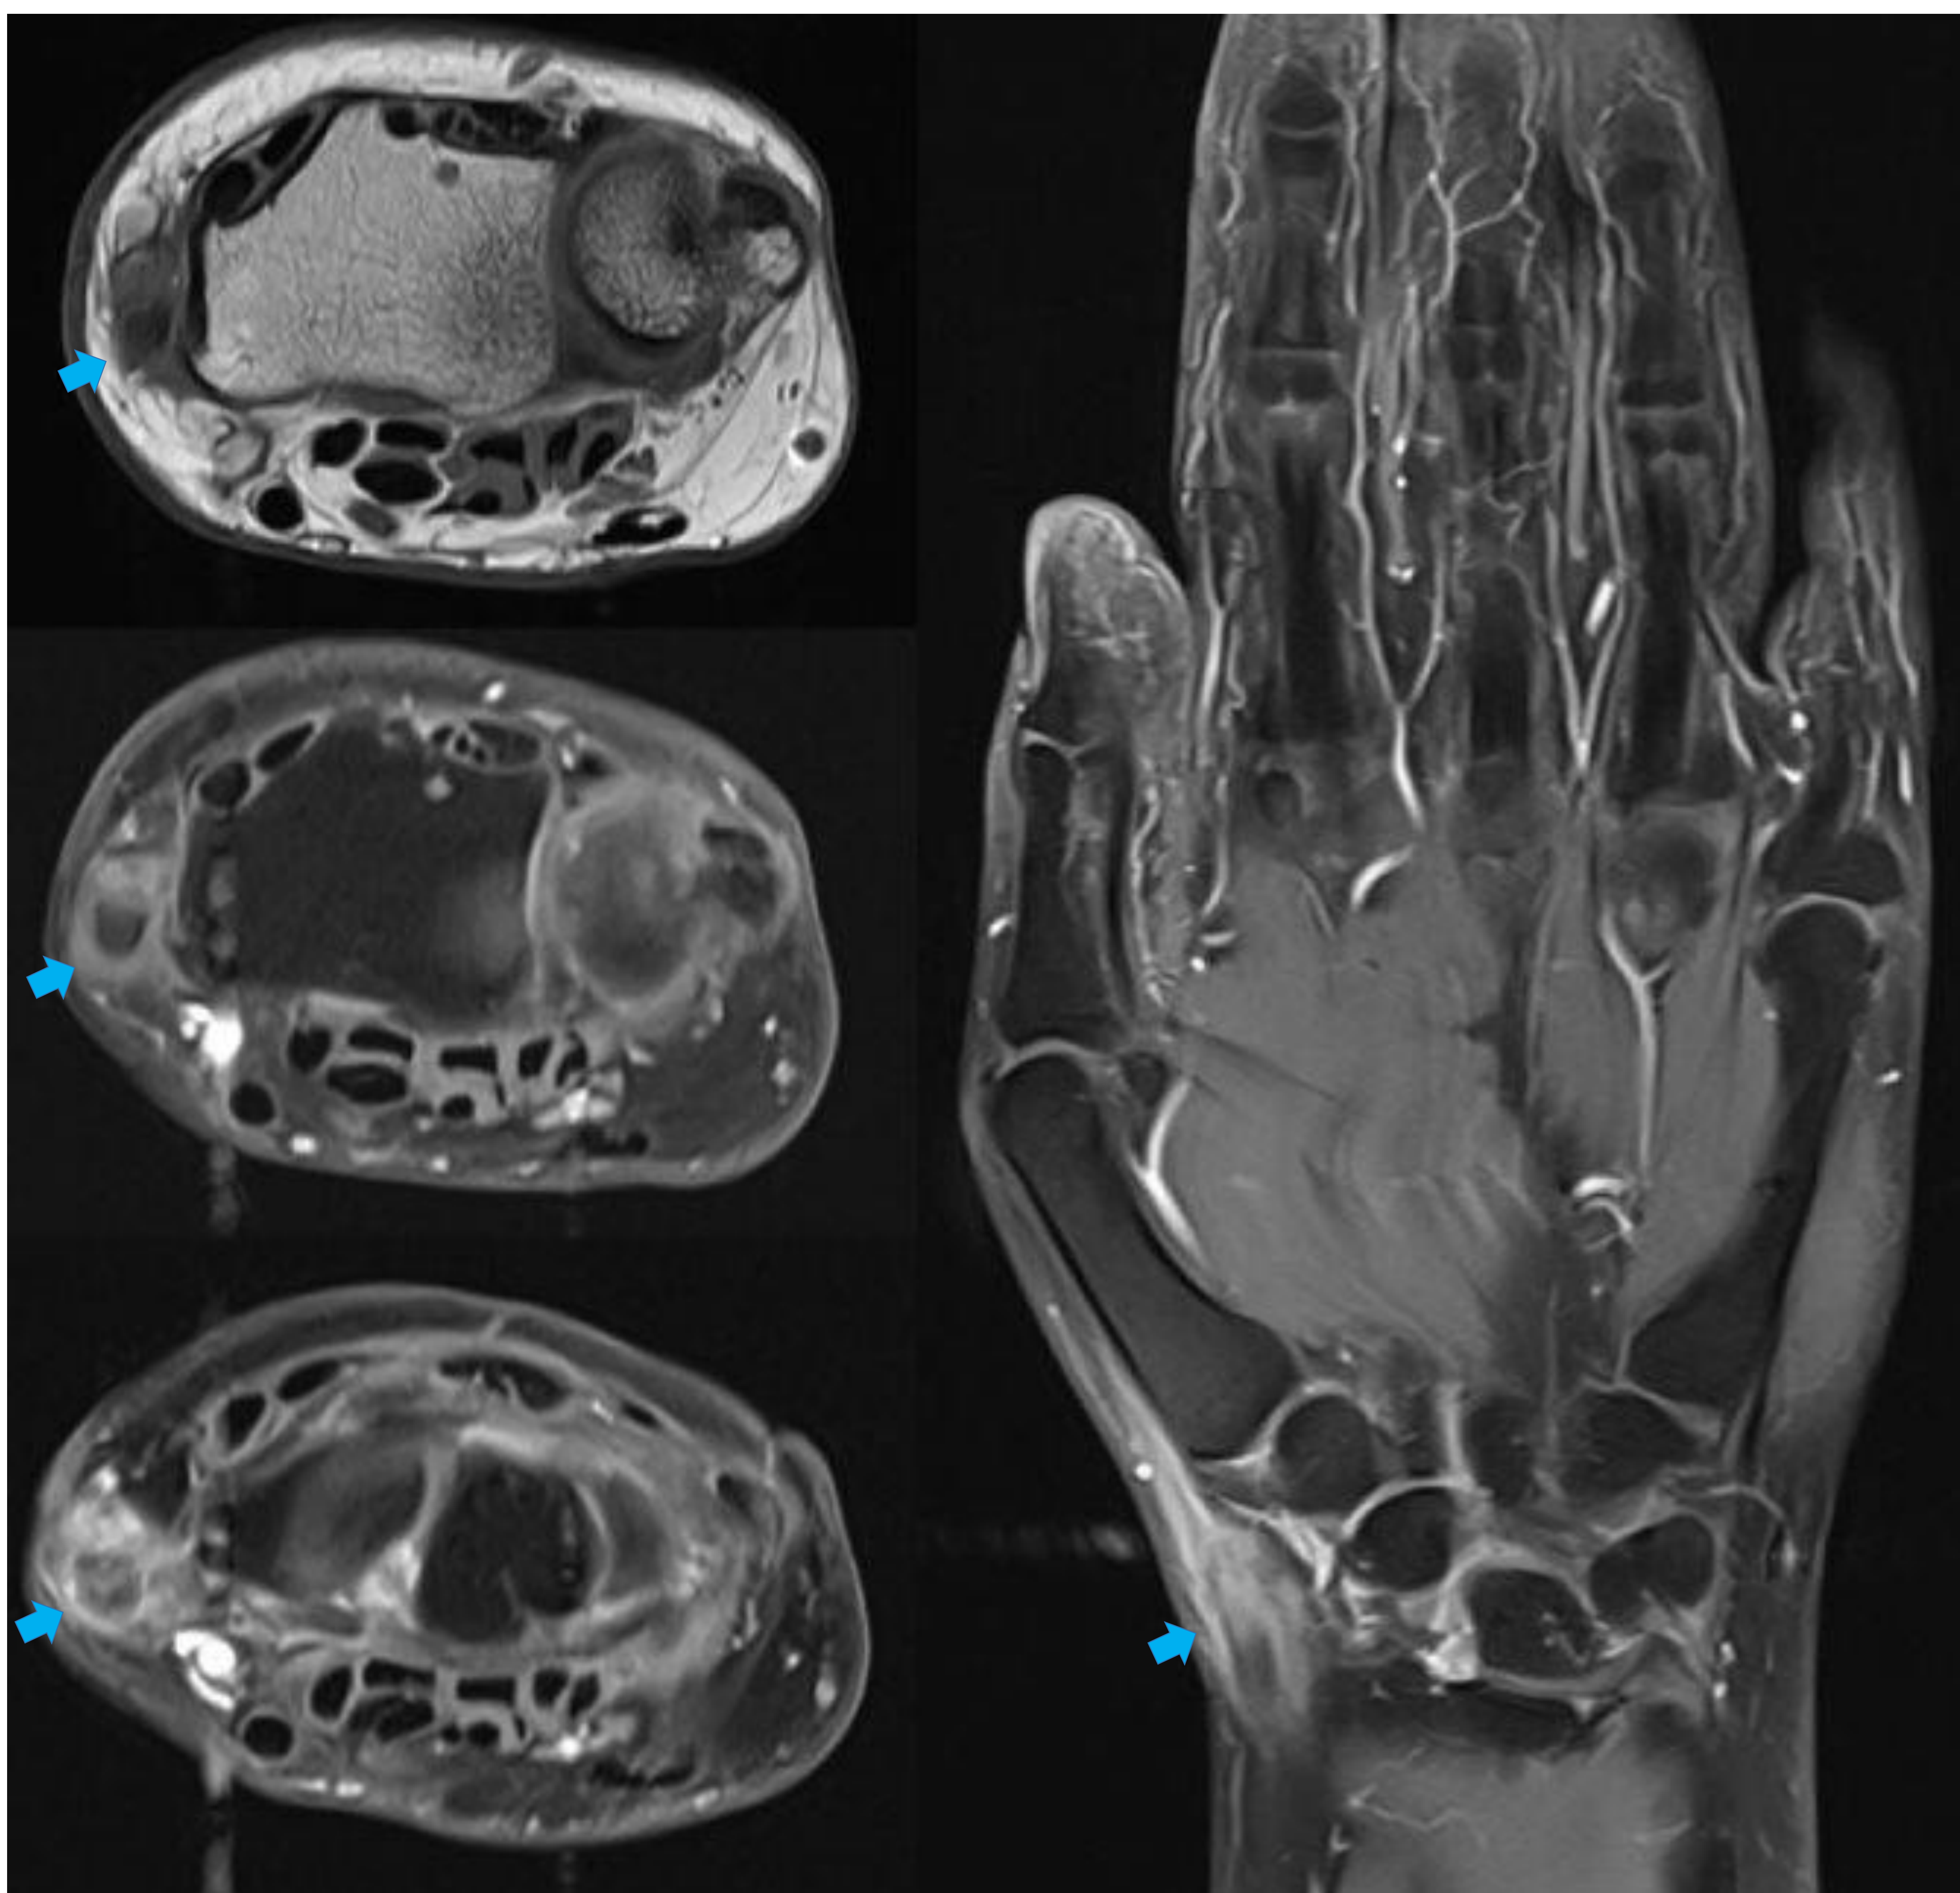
Tanto en ecografía como en RM, los hallazgos incluyen engrosamiento edematoso / inflamatorio tendinoso y retinacular del primer compartimento, alteración de la ecoestructura e intensidad de señal tendinosa y del tejido celular subcutáneo adyacente, así como posible distensión de la vaina tendinosa. Estudio de RM en el que se muestran las alteraciones descritas, señaladas mediante flechas azules.
